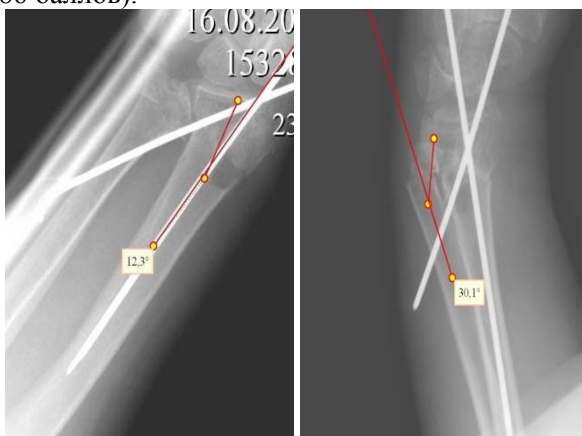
Рентгенограммы пациентки С. до лечения (а, б), после остеосинтеза спицами (в)
